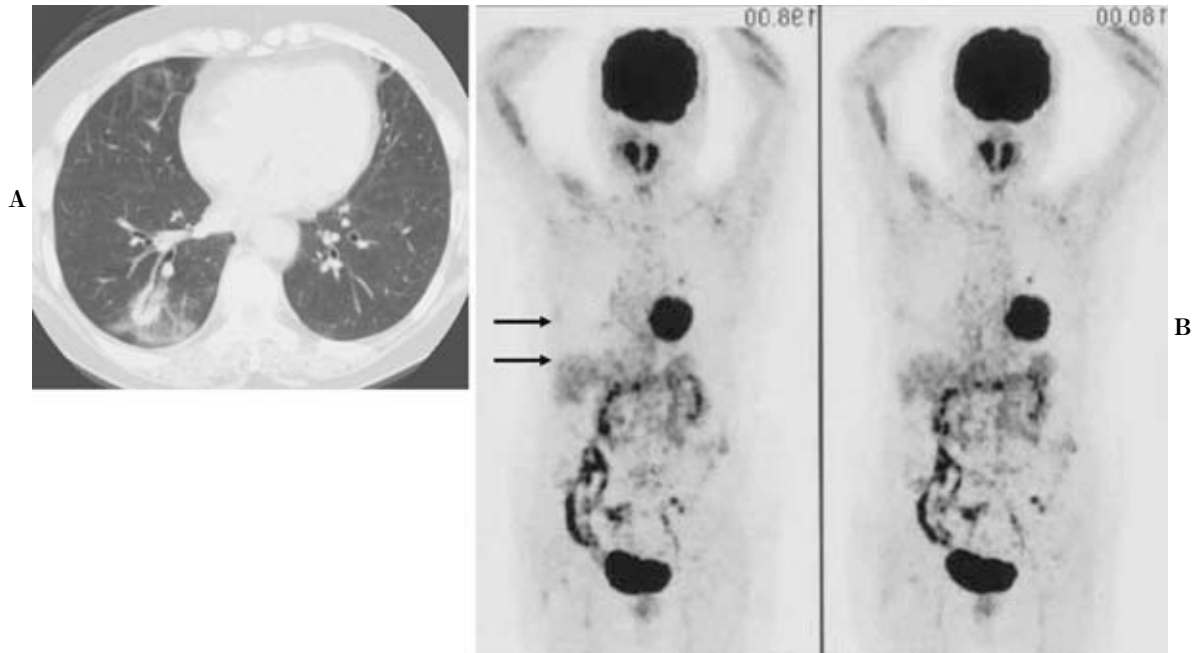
A 73-year-old woman with a adenocarcinoma with mixed subtypes (pT2N0) who underwent screening examinations for staging. CT demonstrates a patchy nodule surrounded by irregular shaped ground-glass attenuation (A). On MIP FDG-PET images the accumulation in upper part of liver is disappeared because of a respiration-induced mismatch between CT-based attenuation correction and PET and the uptake to primary tumor can not be seen at all (B). FDG-PET also shows the elevated uptakes to her upper extremities caused by exercises during the examination.
